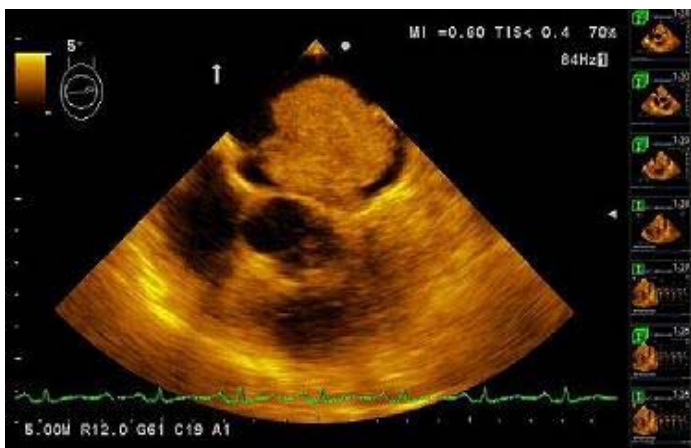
Ecocardiograma transefágico. Vista de grandes vasos a 15°, se puede ver el pedículo de fijación del tumor y su tamaño comparado con el de la aurícula izquierda*
